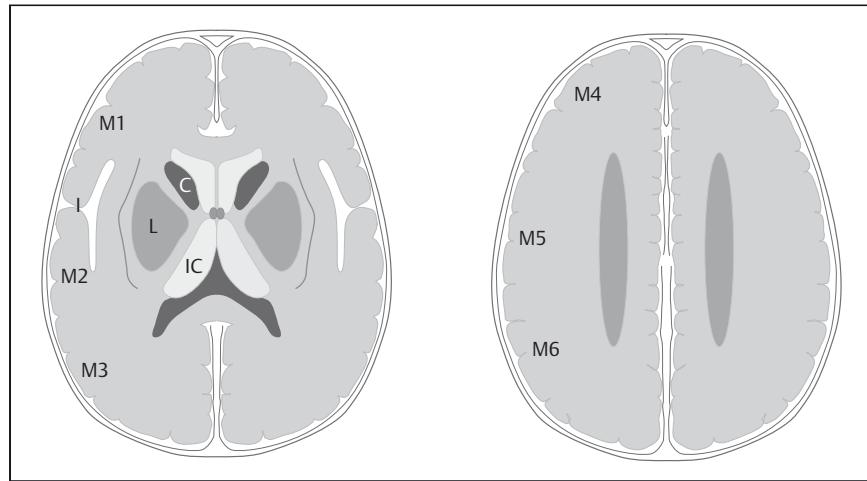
Berechnung des ASPECTS-Scores: Infarktfrühzeichen im CT für das Mediastromgebiet (10 Areale). Pro Areal mit Hypodensität wird von 10 ein Punkt abgezogen.
